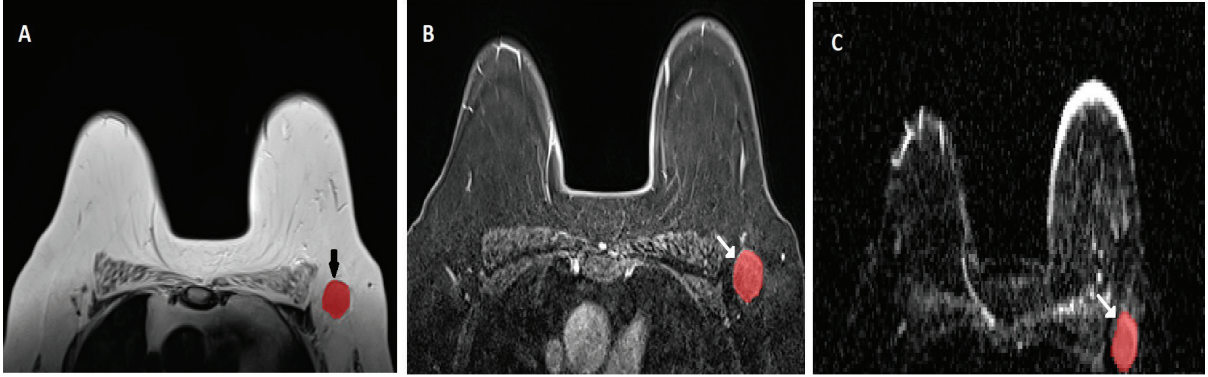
Meme MRG'de diffüzyon ağırlıklı görüntüleme ADC sekansa, kontrastsız T1 ağırlıklı görüntüleme ve postkontrast 6. dakikada elde olunan T1 ağırlıklı görüntüleme patolojik görünümü aksiller lenf bezinin ADC, kontrastsız T1A ve postkontrast T1A değerlerinin ölçülmesi. A: ADC görüntüleme iki boyutlu ROI yardımıyla patolojik görünümü ALN etrafında manuel olarak ilgi alanı oluşturularak lenf bezinin ADC değerinin ölçülmesi (beyaz ok). B: Kontrastsız T1 ağırlıklı görüntüleme iki boyutlu ROI yardımıyla patolojik görünümü ALN etrafında manuel olarak ilgi alanı oluşturularak lenf bezinin ADC değerinin ölçülmesi (beyaz ok). C: Kontrastsız T1 ağırlıklı görüntüleme iki boyutlu ROI yardımıyla patolojik görünümü ALN etrafında manuel olarak ilgi alanı oluşturularak lenf bezinin ADC değerinin ölçülmesi (beyaz ok).
